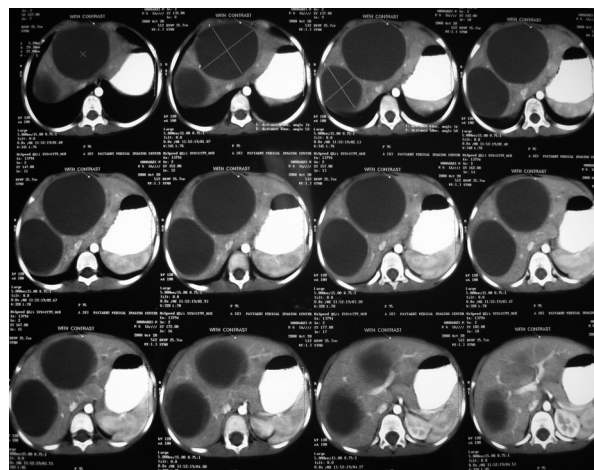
CT scan of liver
